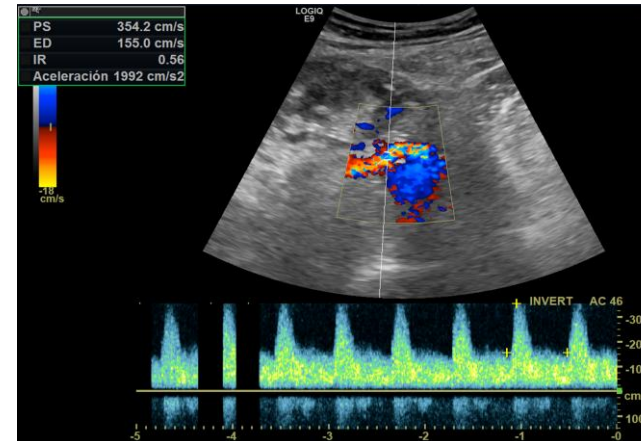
Estenosis de la arteria renal: Ecografía Doppler color y espectral de la arteria renal del injerto con aliasing post-estenosis y una velocidad pico sistólica (VPS) > 200 cm/s.
